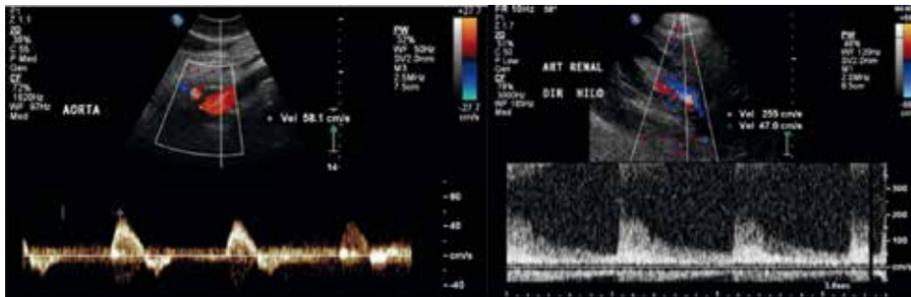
Artéria aorta e artéria renal direita. Imagens apresentando sinais de turbulência e aumento da velocidade de fluxo em artérias aorta e renal direita, respectivamente, ao estudo de Doppler Colorido e espectral.
